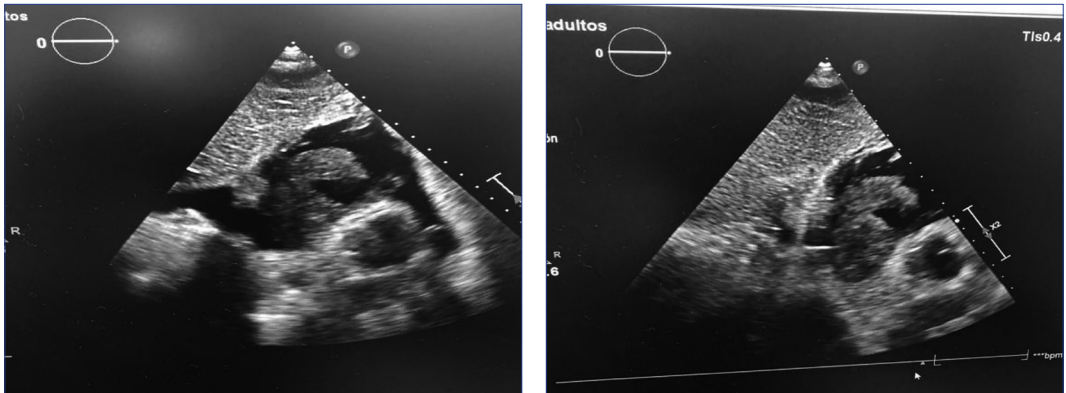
Ecocardiograma transtorácico con evidencia de masa vs. trombo.
